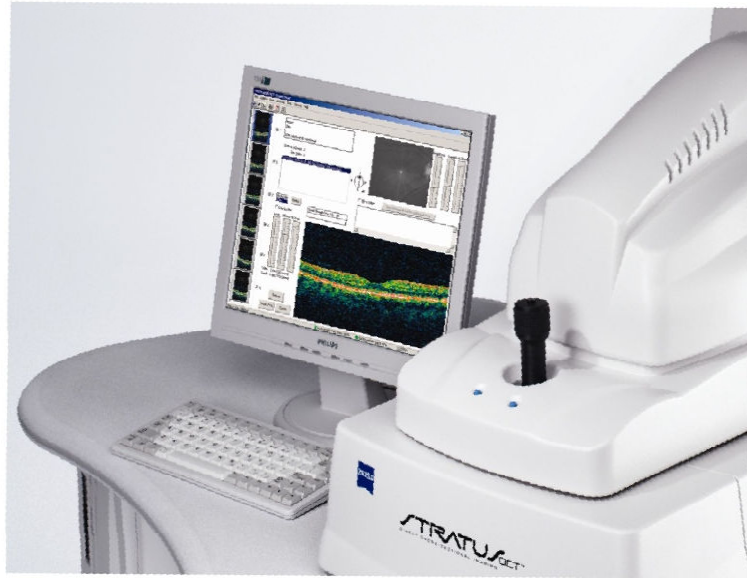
Оптический когерентный томограф
